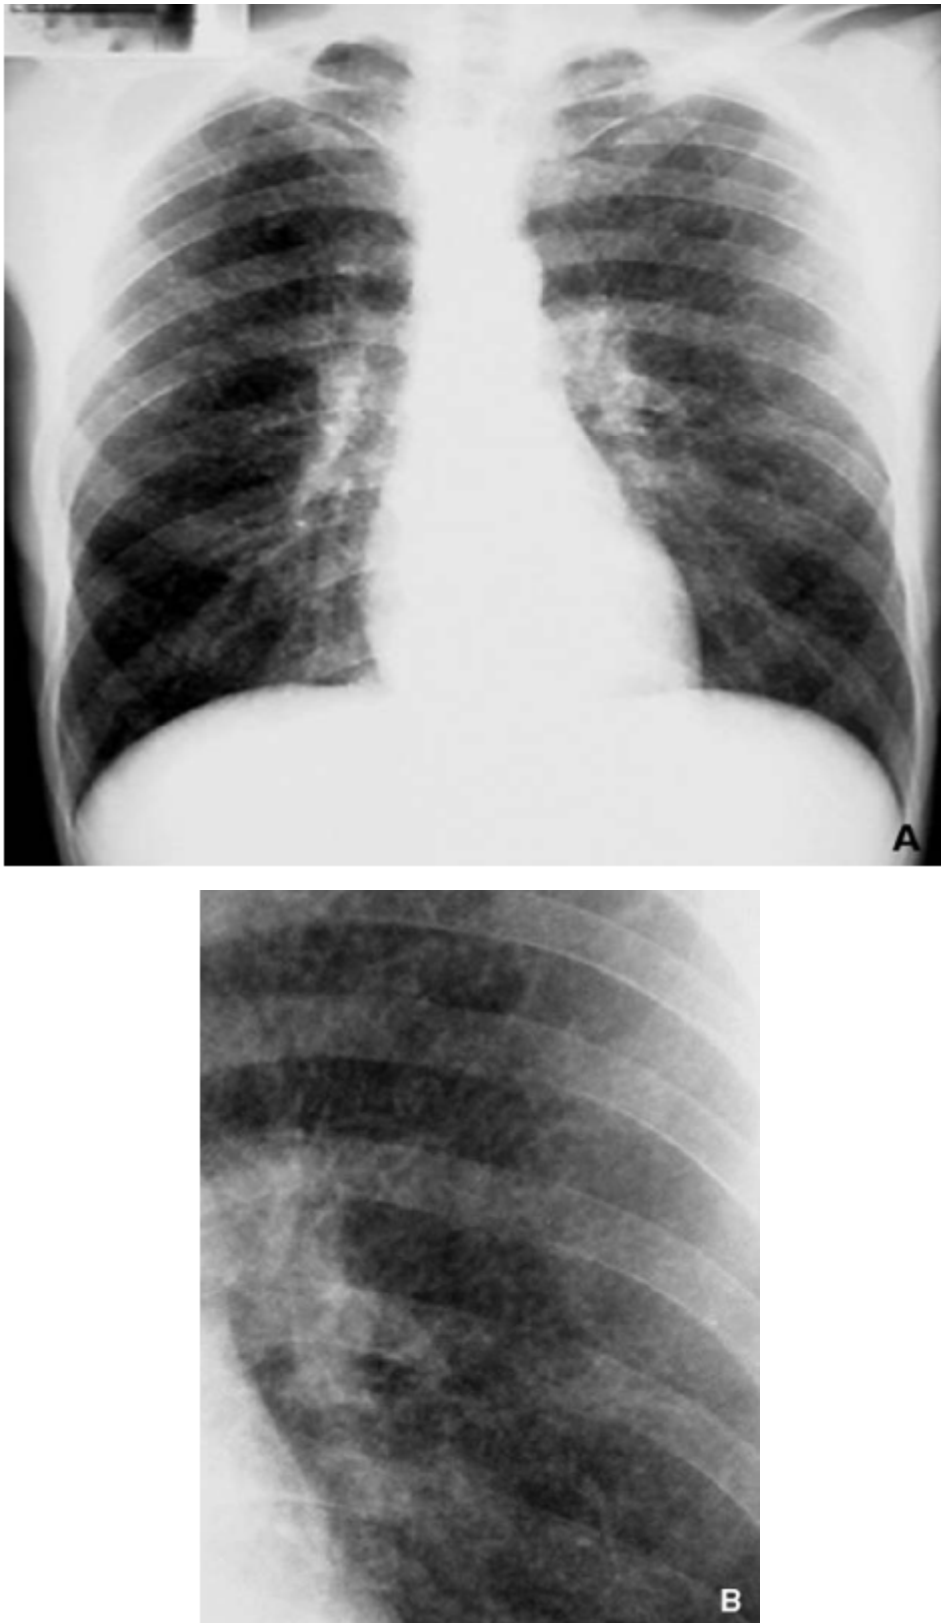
Tuberculose pulmonaire (TP) miliaire. Radiographie du thorax. A. Aspect typique de nodules diffus multiples. B. Agrandissement : nombreux petits nodules.
